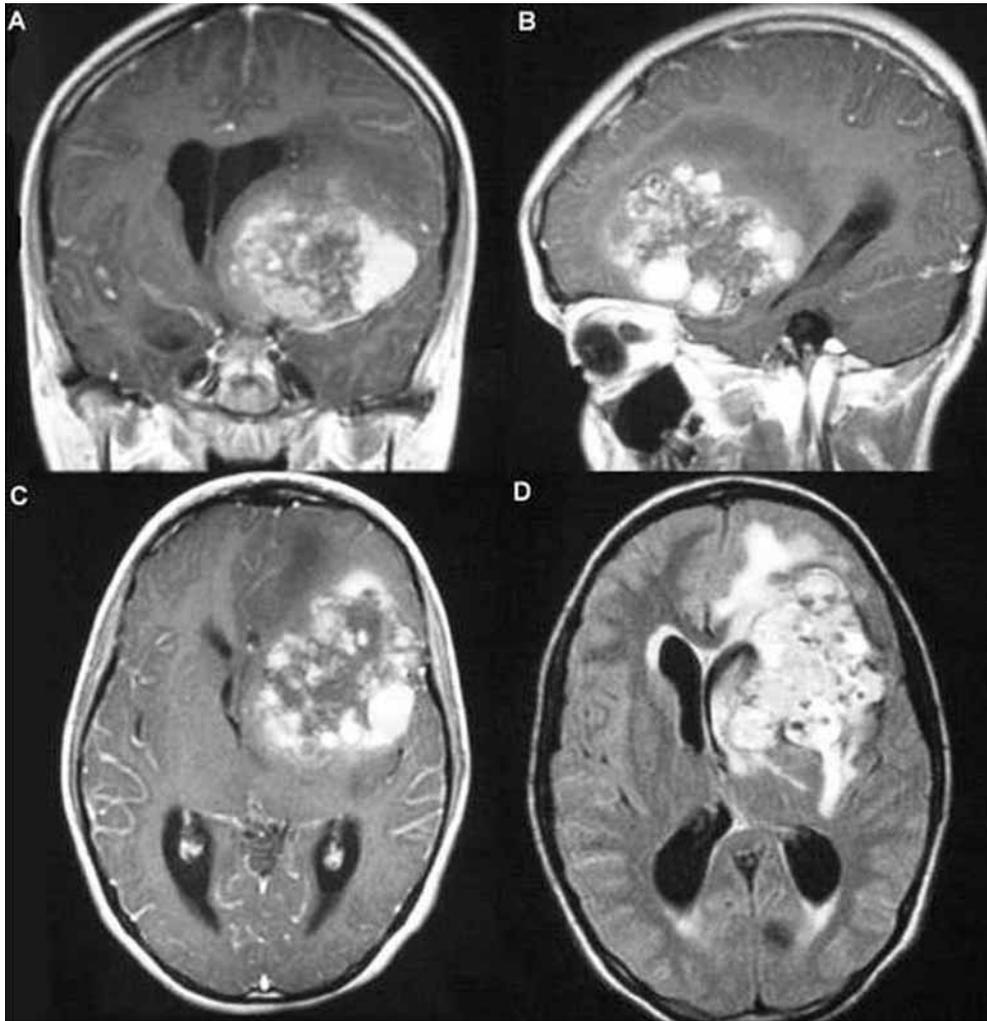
Imagen de RM (T1 con Gadolinio) prequirúrgica: RM coronal (A) y longitudinal (B) y axial [C,D (FLAIR)] muestra la lesión.
